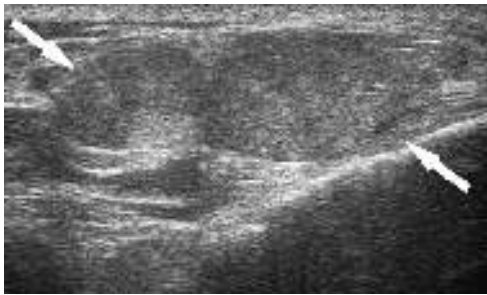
Immagine ecografica di formazione isoecogena a margini netti (freccie) in sede paratulea anteriore.
